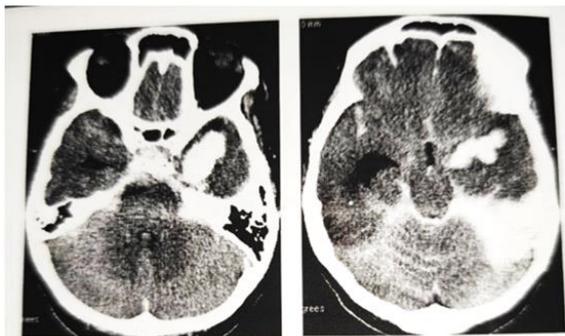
TC de cráneo simple con cortes axiales e hiperdensidad parenquimatosa temporal izquierda y subaracnoidea con predominio infratentorial. Datos de dilatación en el asta temporal derecha y de edema cerebral.
